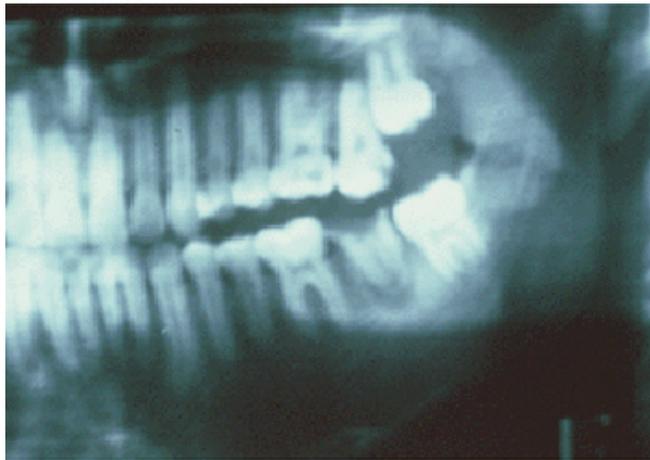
Pieza 37 con conducto radicular infectado y patología periapical, causante del proceso actinomicótico.
